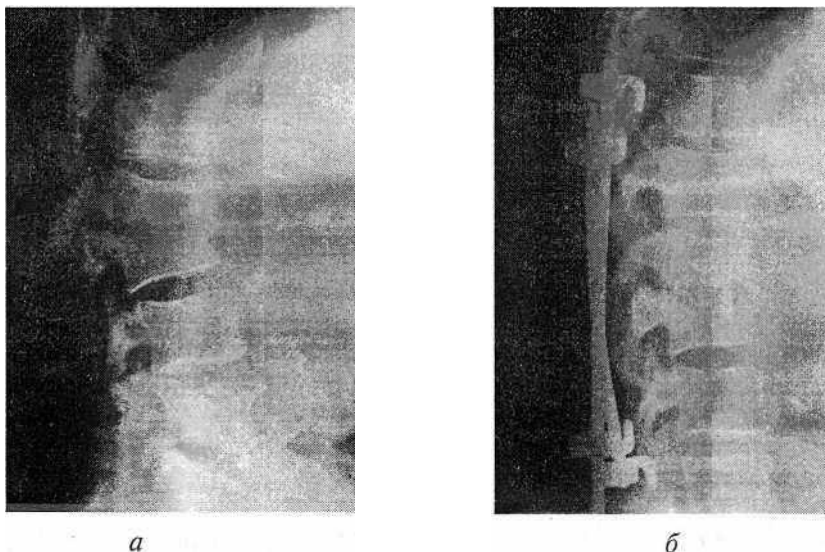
Рентгенограммы больного с неспецифическим спондилитом тел L_{III}-L_{IV} позвонков:
